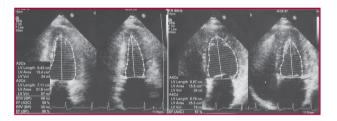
Ecocardiograma posablación.
